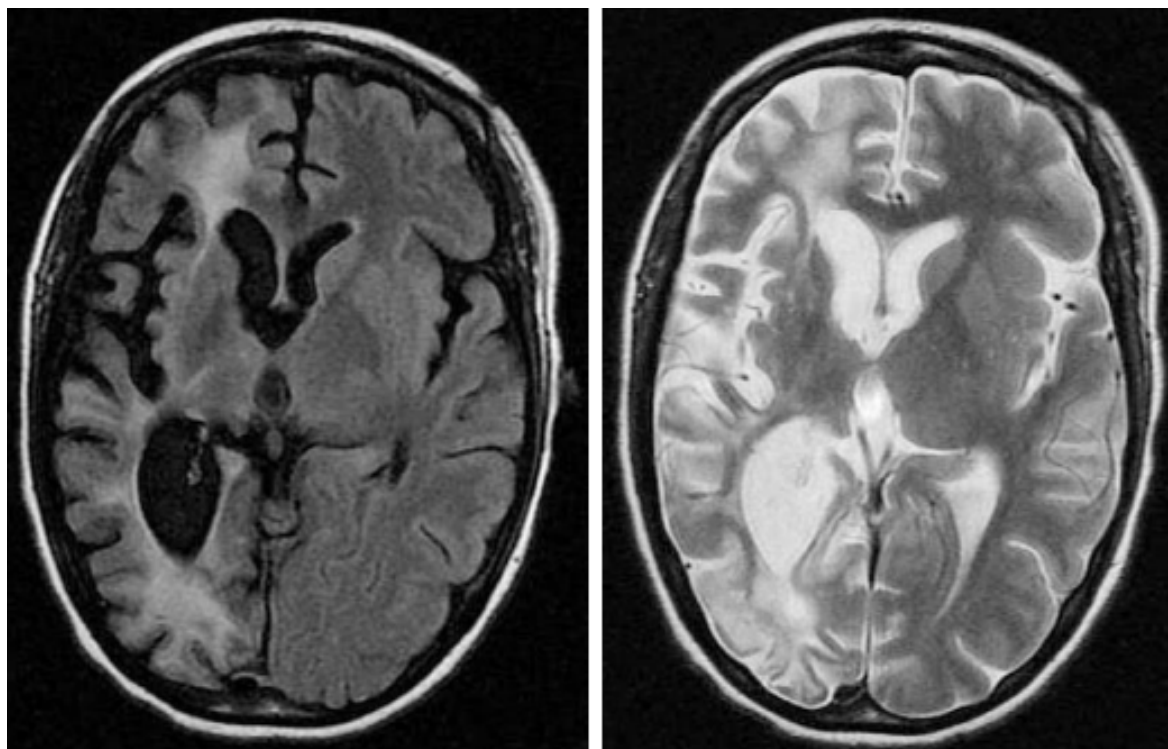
Coupes axiales en séquence FLAIR (à gauche), séquence T2 (à droite) : hémiatrophie cérébrale droite avec atrophie de la tête du noyau caudé et du noyau lenticulaire droit, et plage en hypersignal de la substance blanche homolatéral : séquelles d'encéphalite de Rasmussen (IRM). [F13]
